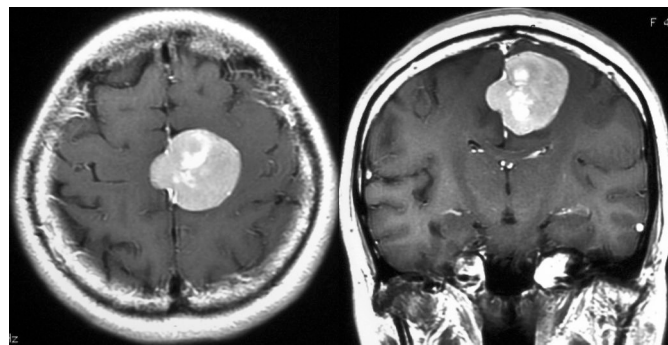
造影 MRI。左：axial view, 右：coronal view。腫瘍は著明に造影される。
